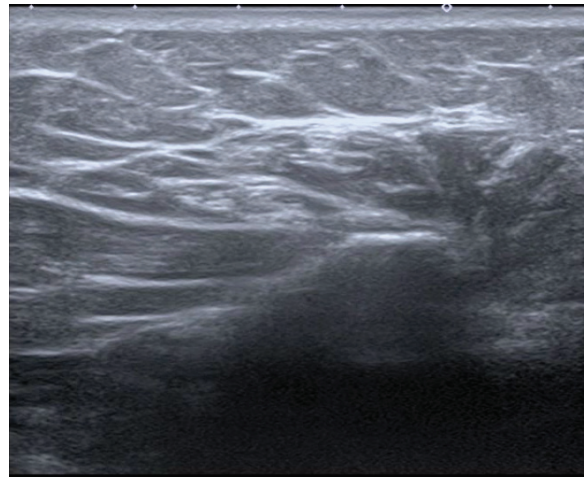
Ultrasound examination of the left deltoid muscle of patient B
